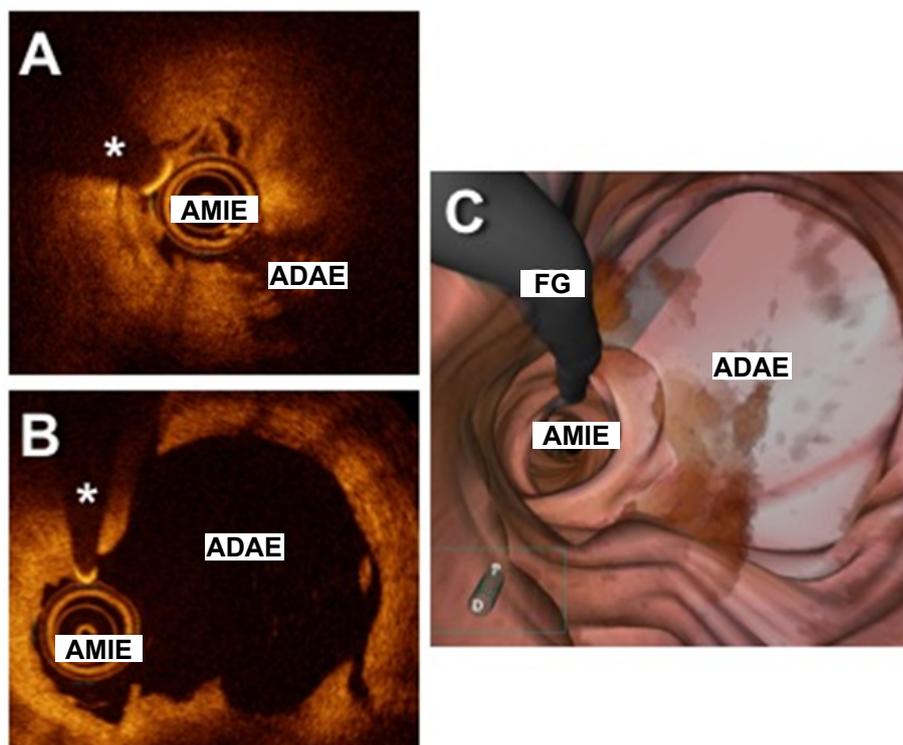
(A) Tomografia de coerência óptica pré-intervenção na zona da anastomose da artéria mamária interna esquerda (AMIE) até a artéria coronária descendente anterior esquerda (ADAE) mostrando área de lúmen reduzida de aproximadamente 1,0 mm². (B) Tomografia de coerência óptica após dilatação e inflação do balão farmacológico eluidor de sirolimus confirmando o bom resultado na zona de anastomose com excelente área de lúmen (6,4 mm²). (C) Reconstrução tridimensional da execução final da tomografia de coerência óptica, mostrando, da direção distal até a proximal, a "vista cirúrgica" da anastomose distal da AMIE até a ADAE, confirmando o bom resultado após o balão farmacológico eluidor de sirolimus. *Designa artefato de fio. FG: fio-guia.
